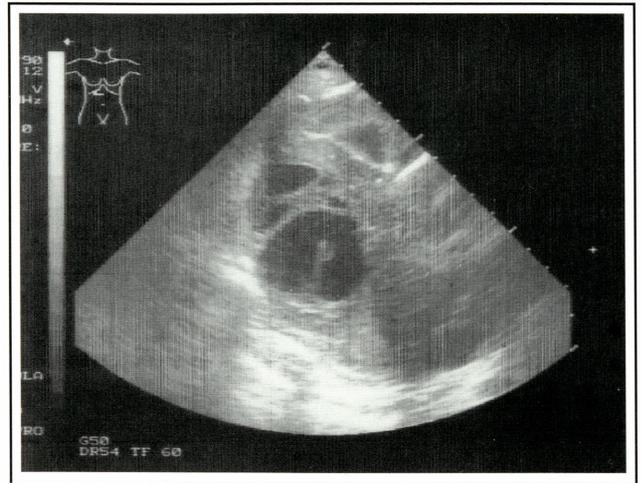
Ecografía abdominal que evidencia un pseudoquiste peritoneal con el catéter en su interior.
